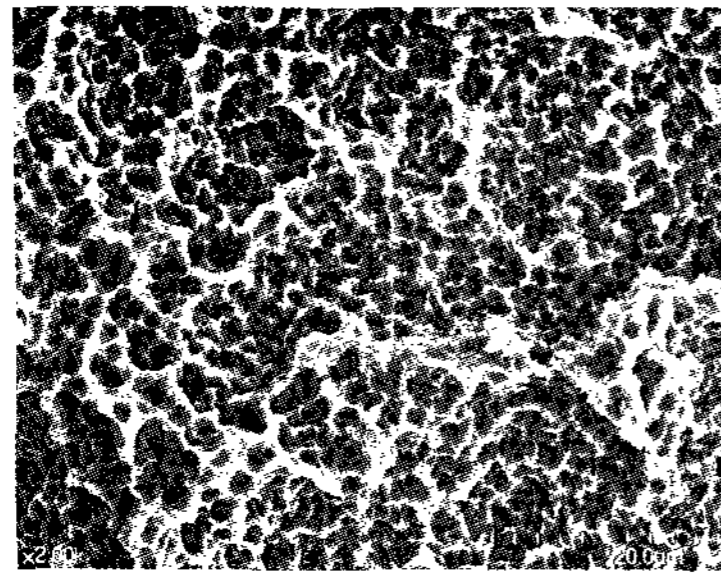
SLA surface treated by 50 mg/ml TC-HCl for 0.5min($\times 2,000$).
